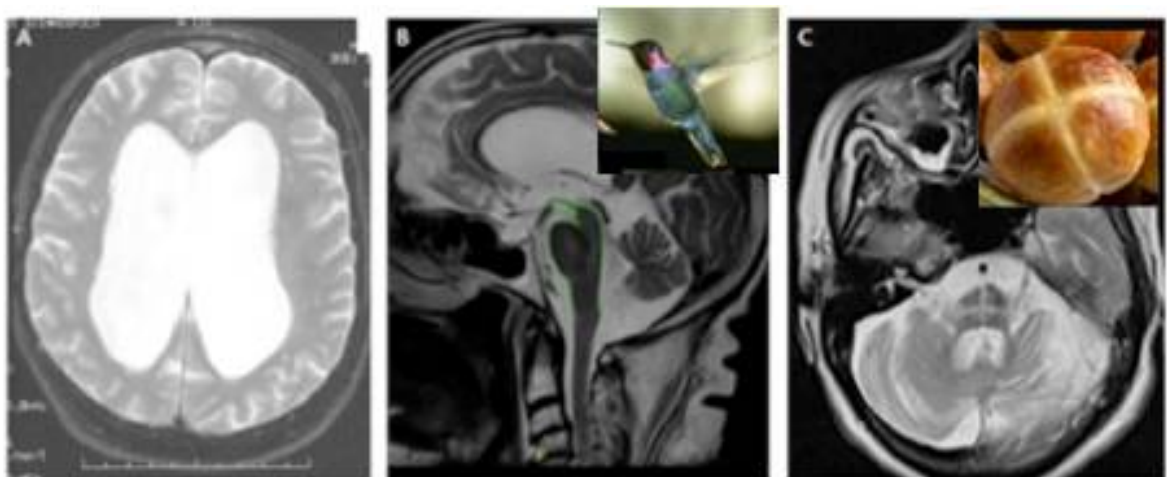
Signes IRM des diagnostics différentiels de la MP pouvant être utiles lorsqu'ils sont associés à l'examen clinique et à d'autres tests diagnostiques. [Catherine, 2019]
